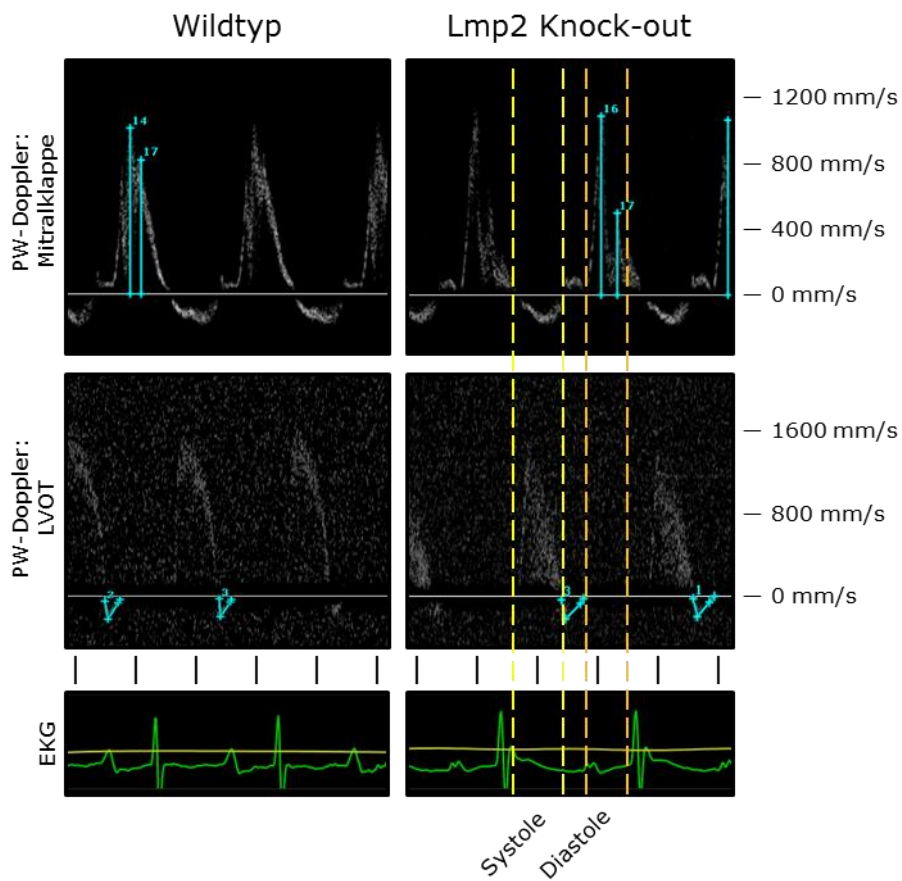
Repräsentative Aufnahmen der PW-Doppler-Messung nach sieben Tagen Isoprenalinbehandlung. Untersucht wurden linksventrikuläre Füllung im apikalen Vierkammerblick sowie eine mögliche Aortenregurgitation in der suprasternalen langen Achse; Skala: 50 ms.
